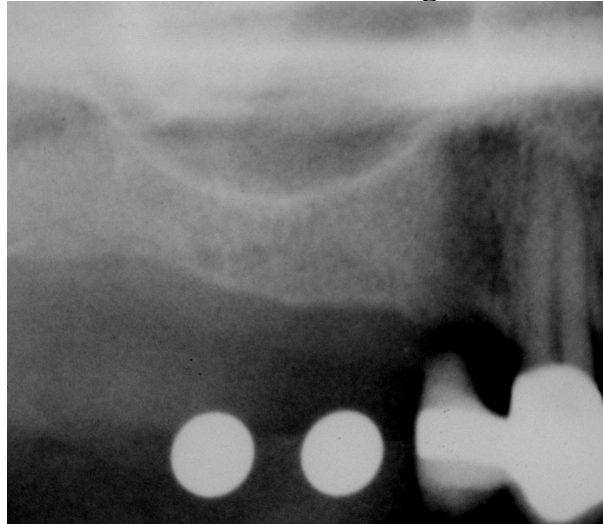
Ausschnitt eines Orthopantomogrammes mit Messkugeln
